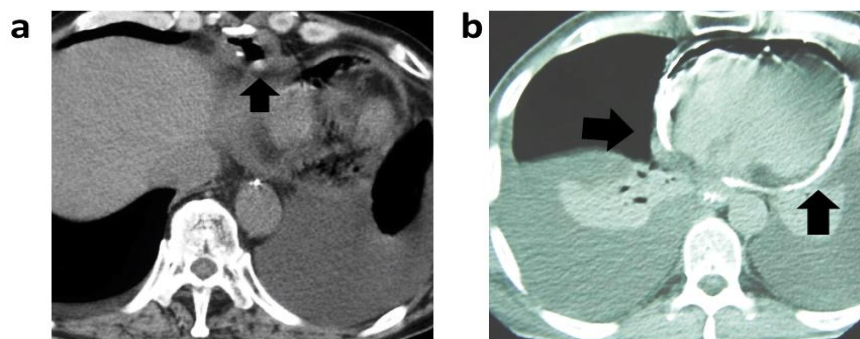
Tomografía axial computada de tórax. La flecha señala: 1a la perforación gástrica hacia el pericardio y 1b presencia de aire y contraste en el pericardio.
